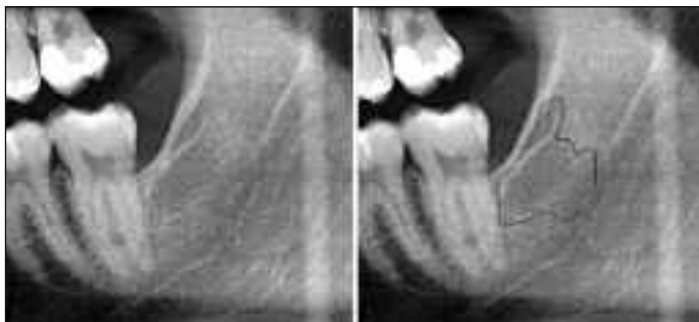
u. 3a: Im Röntgenbild lässt sich eine isolierte Osteonekrose des Kieferknochens (NICO, FDOK) oft nur schwer erkennen. Chirurgisch revidierte Pathologie umrandet (Quelle: Dr. Johanna Graf, Straubing)
